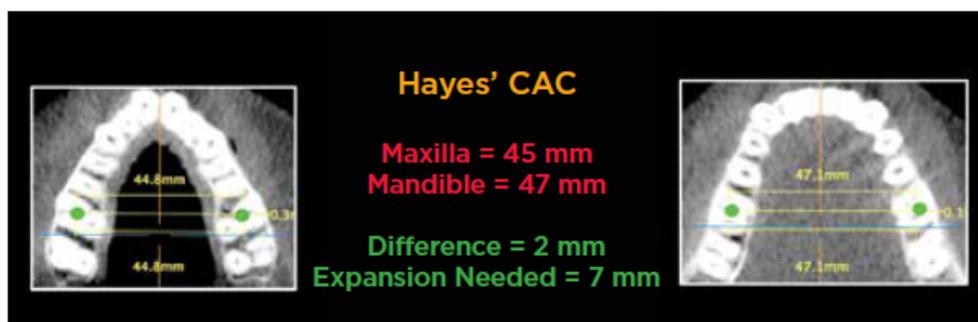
Análisis de Hayes en CBCT. (CAC: Centro de la cresta alveolar).
